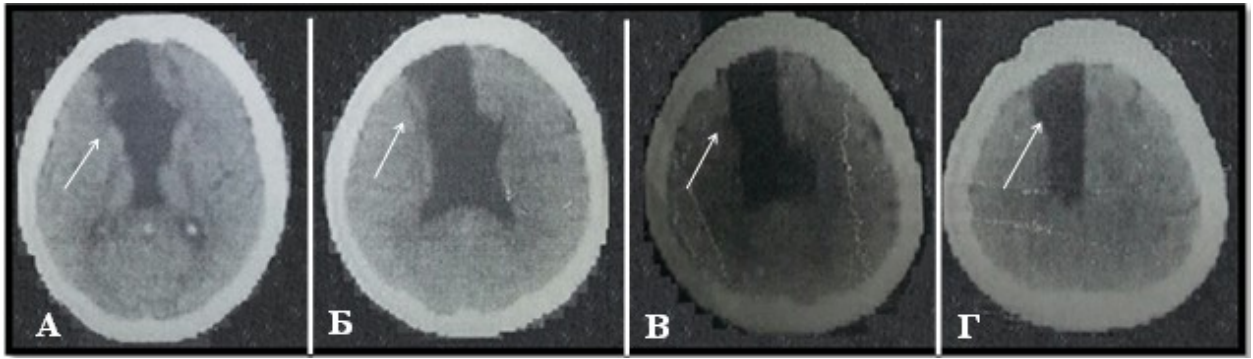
Спостереження №27. КТ головного мозку хворої К-юк, 57 років, історія хвороби №2812. Три місяці після операції — кліпування аневризми А3 сегменту ПМА (оклюзія лівої ПМА кліпсою). А, Б, В, Г — аксіальні томограми з кроком зрізу 1 сантиметр. Стрілками позначено вогнище ішемії в лівій лобній частці (в басейні лівої ПМА).
